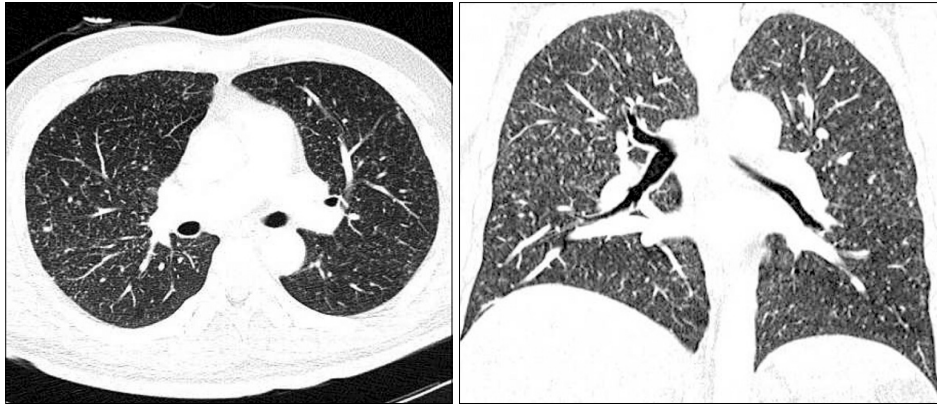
Chest CT scan shows randomly scattered multiple nodules throughout both lungs with upper lung predominance.
